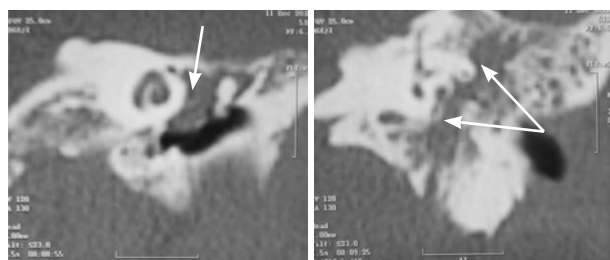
КТ височных костей (коронарная проекция) – определяется образование тимпанальной и мастоидальной части лицевого нерва правой височной кости (стрелки)
